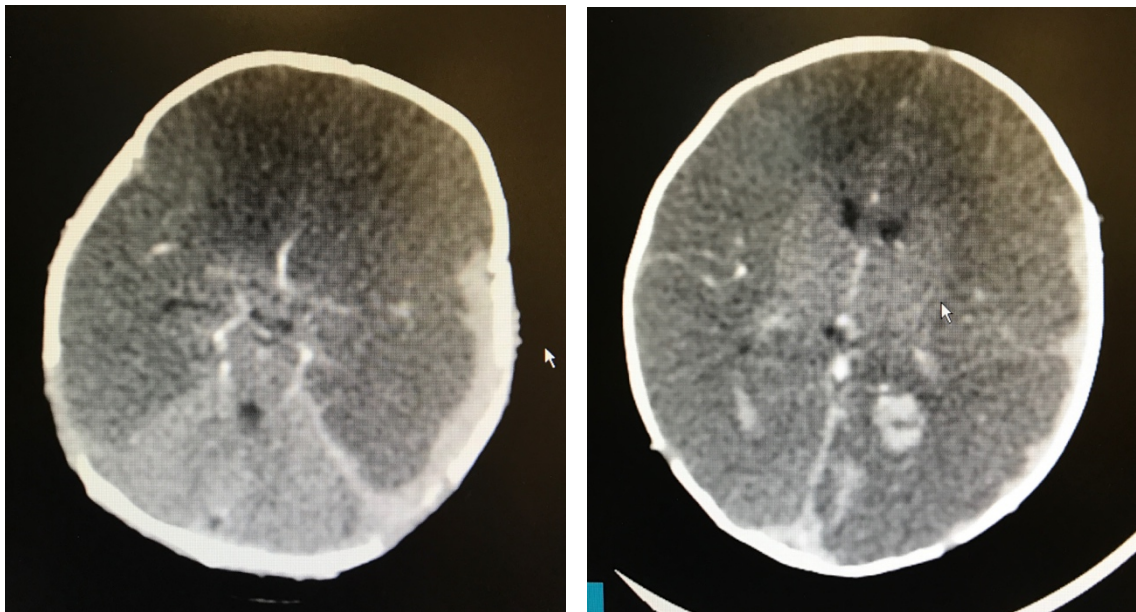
CT-scan montrant plusieurs zones hémorragiques
